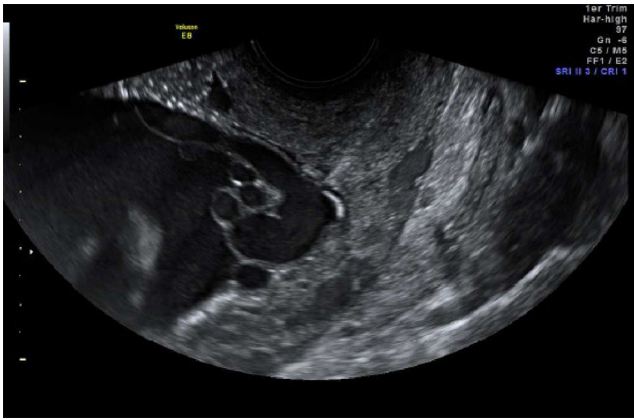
Vasa praevia visualisés en échographie endovaginale
